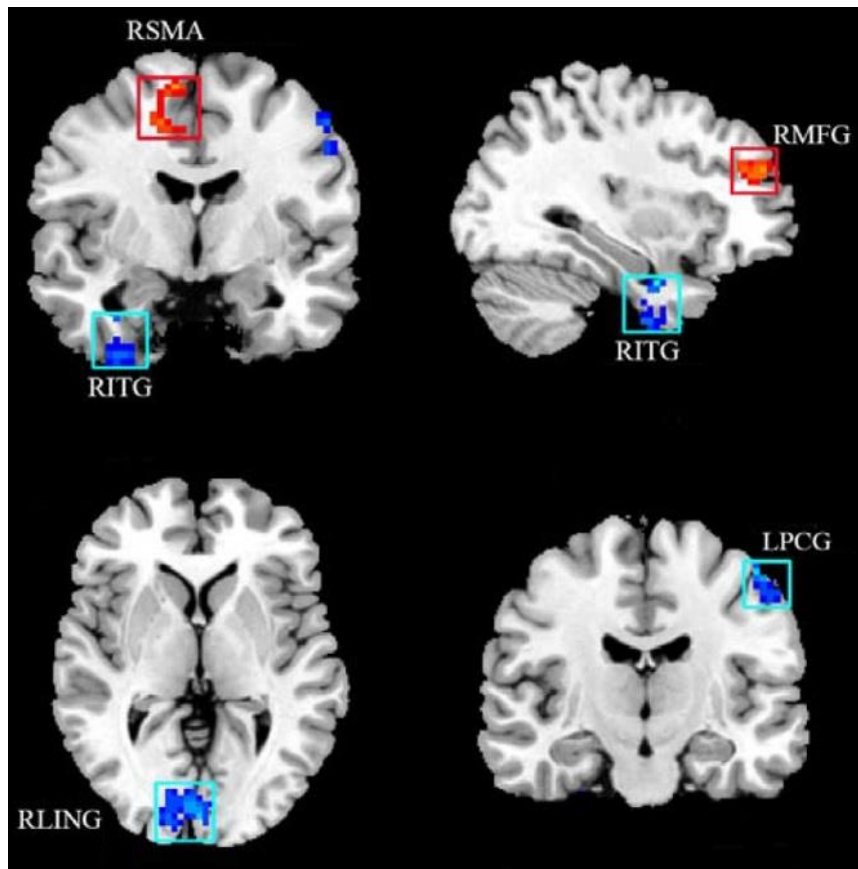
Étude par IRM fonctionnelle comparant 21 patients présentant un GPAO à 22 contrôles sains. L'enregistrement du signal ALFF (*Amplitude of Low Frequency Fluctuations*) est une des méthodes de quantification de l'activité corticale spontanée chez un sujet au repos. Pour les patients glaucomateux, l'échelle colorimétrique indique en rouge une augmentation significative du signal ALFF dans l'aire motrice supplémentaire droite (RSMA : *Right Supplementary Motor Area*) et dans le gyrus frontal médial droit (RMFG : *Right Medial Frontal Gyrus*). Il existe une diminution significative du signal ALFF dans les zones marquées en bleu, à savoir le gyrus temporal inférieur droit (RITG : *Right Inferior Temporal Gyrus*), le gyrus lingual occipital droit (RLING : *Right Occipital Lingual Gyrus*) et le gyrus précentral gauche (LPCG : *Left PreCentral Gyrus*). Adapté de Li et al. (46).
